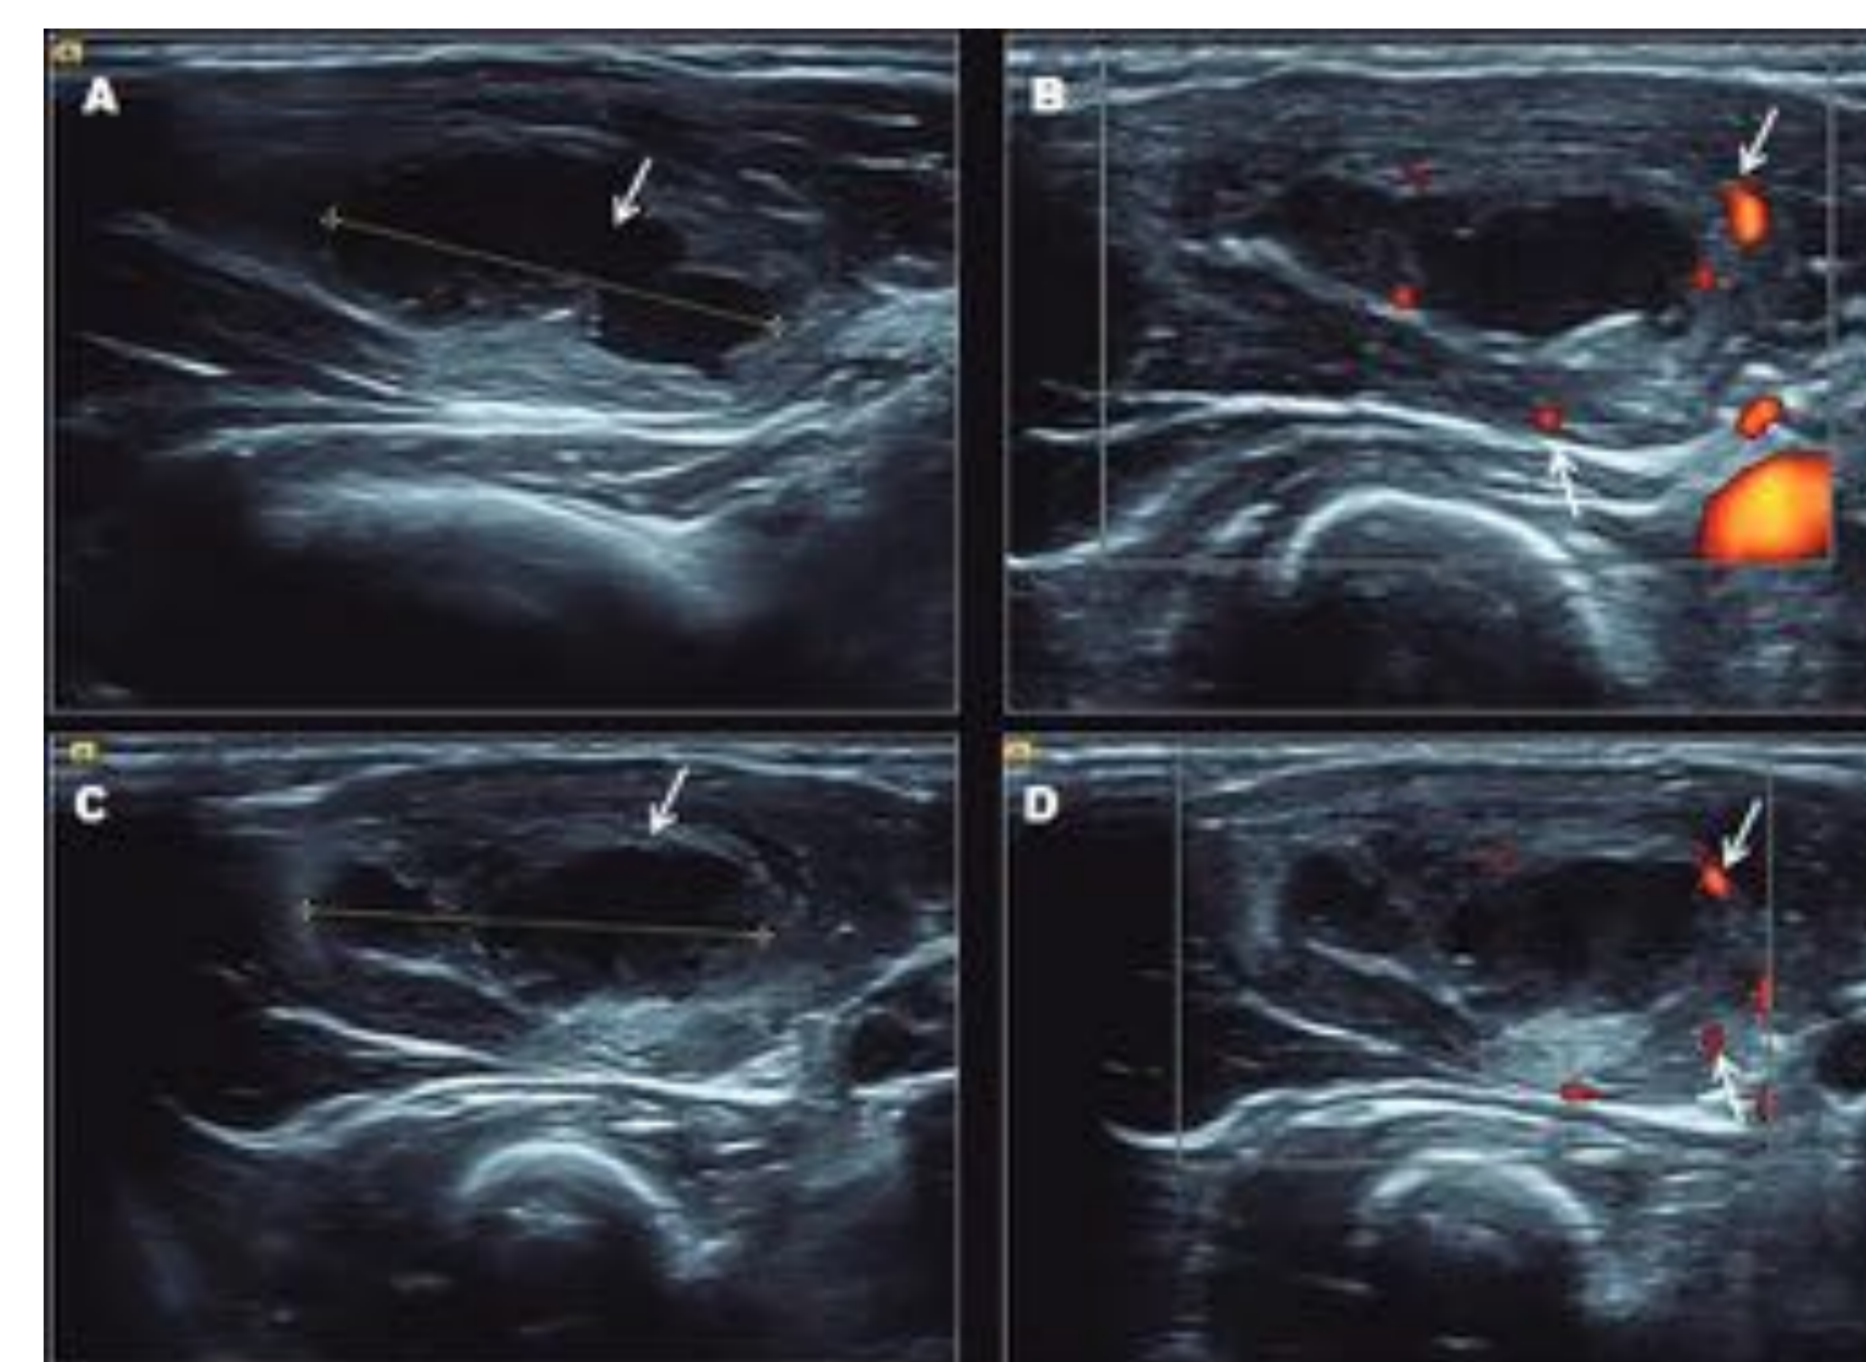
Hematoma del músculo braquiorradial. Las imágenes de la izquierda (A, C) muestran hematoma con pared ecogénica gruesa y centro hipoecoico con ecos internos. Las imágenes de la derecha (B, D) corresponden a ecografía Doppler, se aprecia cápsula gruesa con señal Doppler como signo de actividad inflamatoria.
